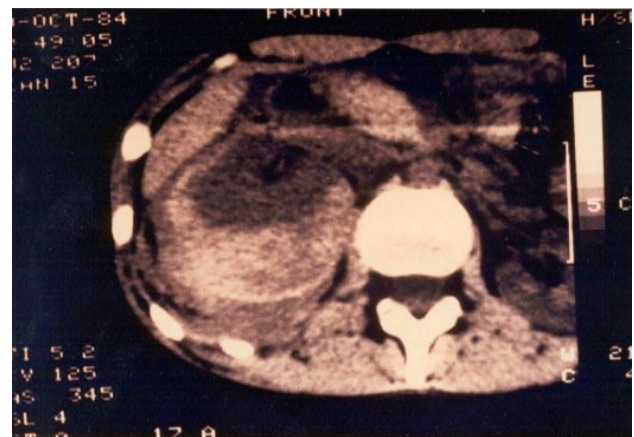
Tomografía axial computada que muestra hematoma intramural del duodeno.
